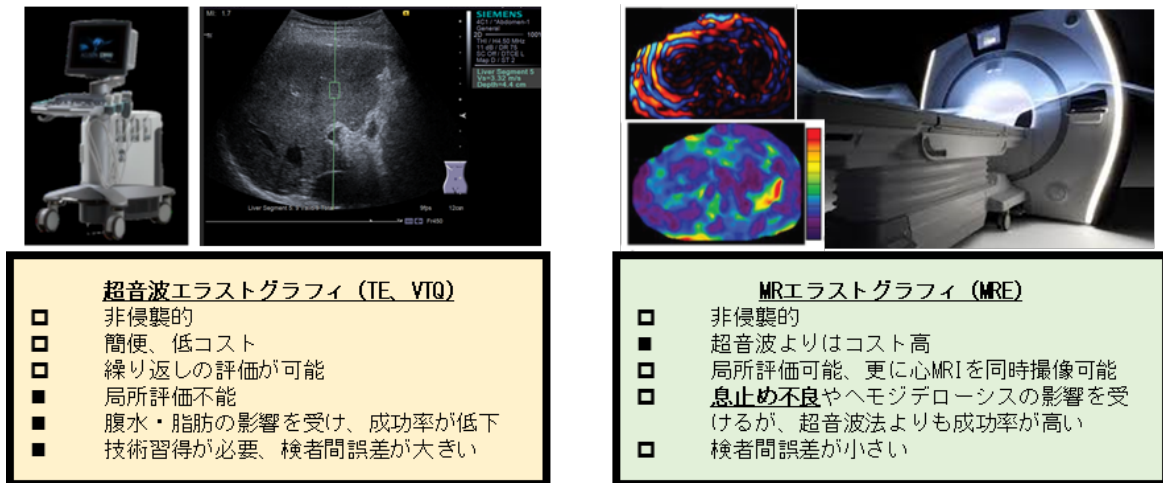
超音波エラストグラフィと MRE の特徴
